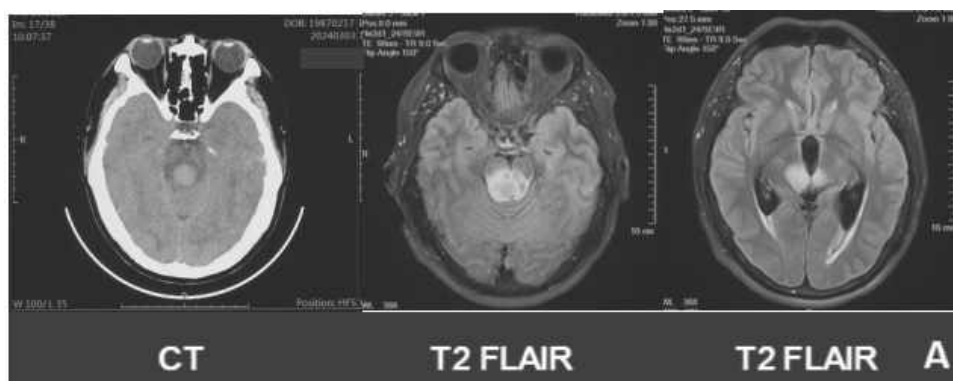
图 A 颅脑 CT 平扫提示：脑桥腹侧高密度灶伴周围水肿，中脑导水管变窄，幕上脑室系统扩大。颅脑 MR 提示双侧丘脑、脑干及右侧桥臂 T1 低信号、T2 高信号、T2 FLAIR 高信号，伴幕上脑室系统积液扩张。
